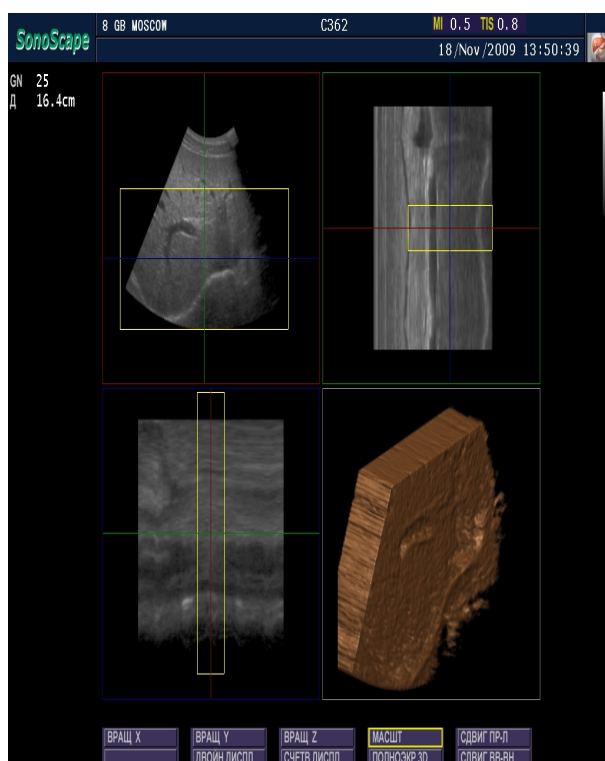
УЗИ печени в 3D-режиме: диффузные изменения паренхимы печени, расширение и деформация v. portae, неровная поверхность печени
